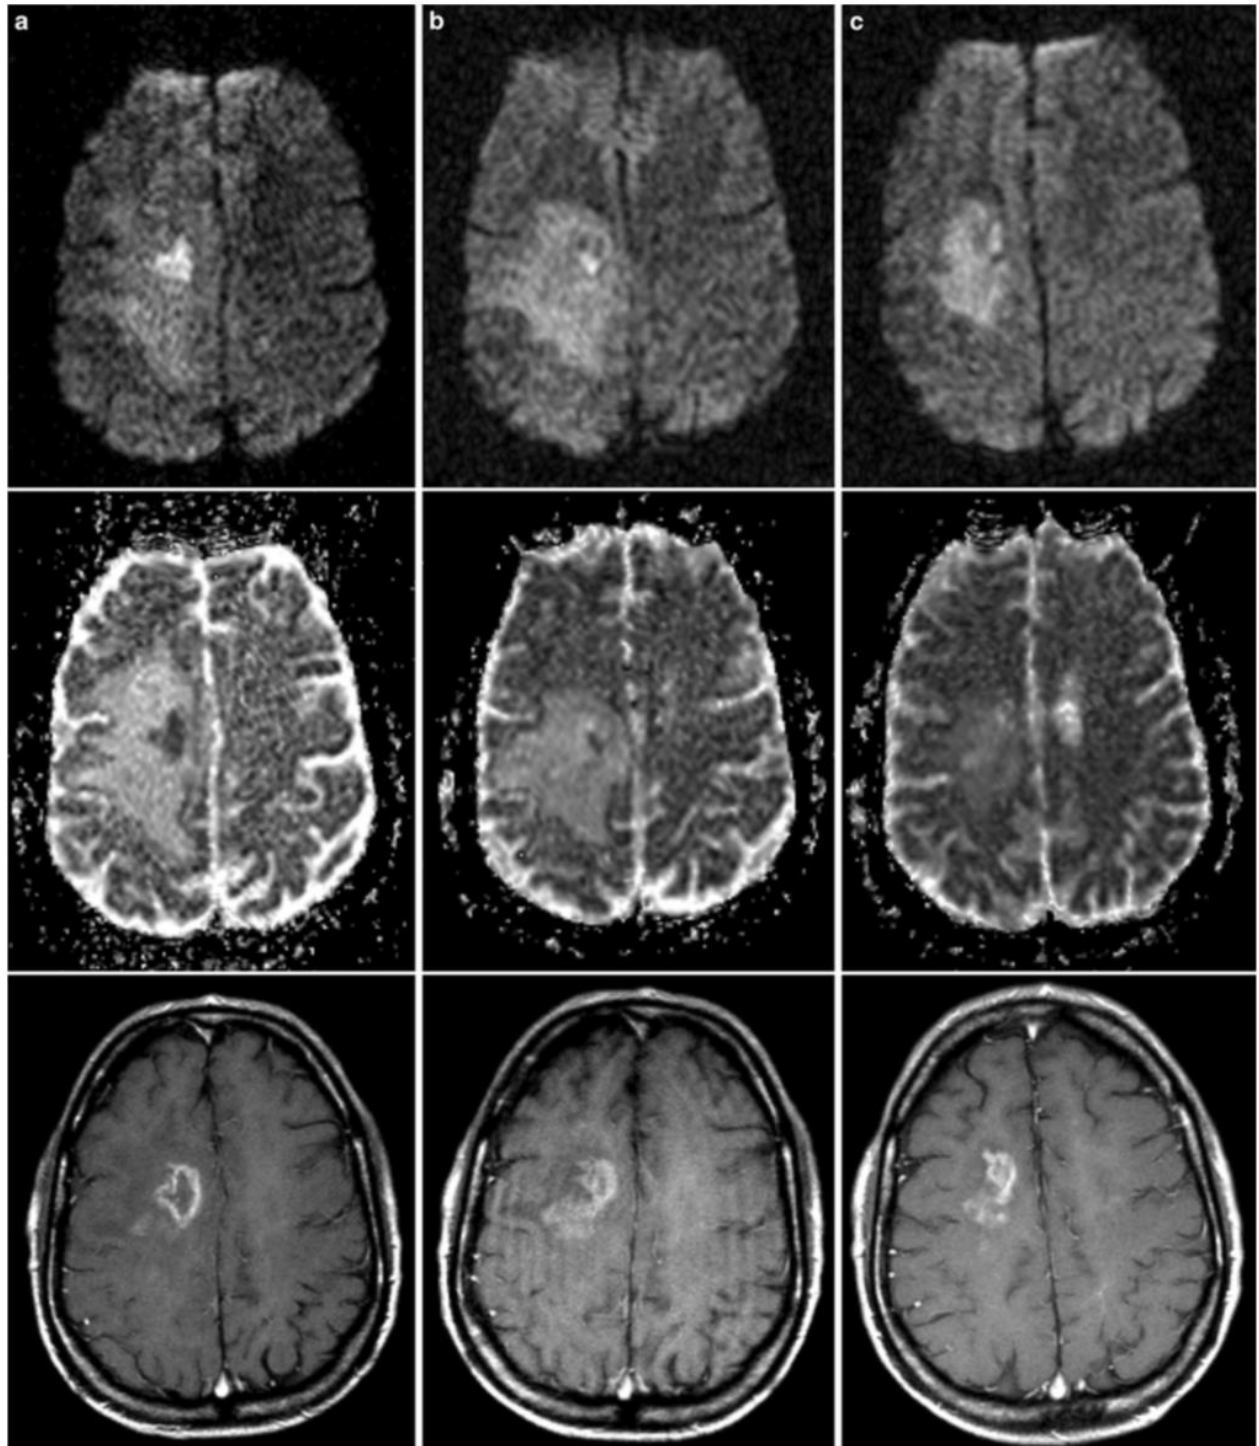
Darstellung der Diffusionsbeschränkung bei RVCL (aus (Hedderich, Lummel et al. 2020)). Die obere Reihe zeigt das b1000-Bild, die mittlere Reihe den entsprechenden Diffusionskoeffizienten (ADC) und die untere Reihe das T1W-Bild nach Kontrastmittelgabe. Eine singuläre Läsion mit zentraler Diffusionsrestriktion ist im initialen MRT am rechten Frontallappen (a) und bei der Follow-up MRT (b) zu sehen. Bei einer Kontrolluntersuchung nach 8 Monaten (c) ist die zentrale Diffusionsrestriktion nicht mehr vorhanden.
